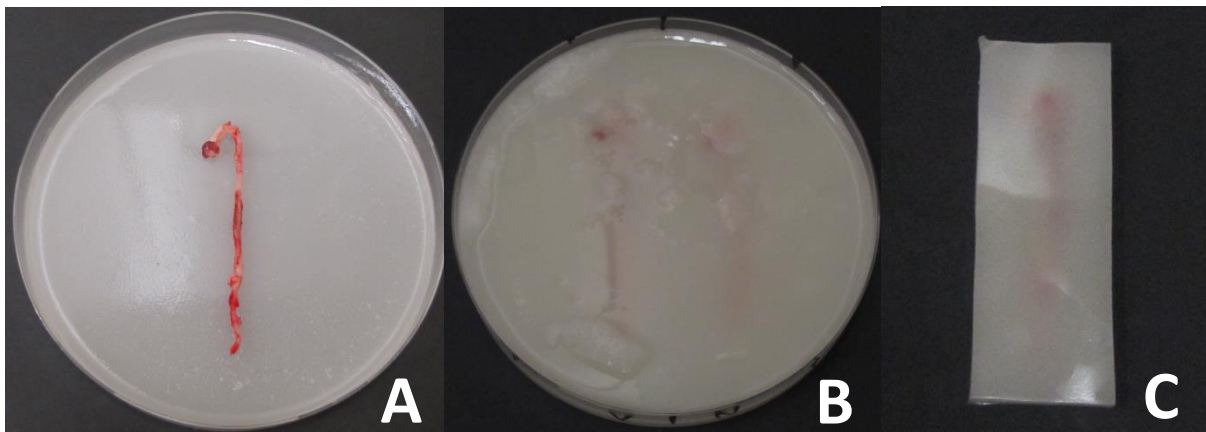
Einbettung der Aorta in Gelatine: Ausgehärtete Aorta auf fester Gelatineschicht (A). Auffüllung durch eine weitere Gelatineschicht (B). Ausschneiden eines Blockes für die μ CT Bildgebung (C).
